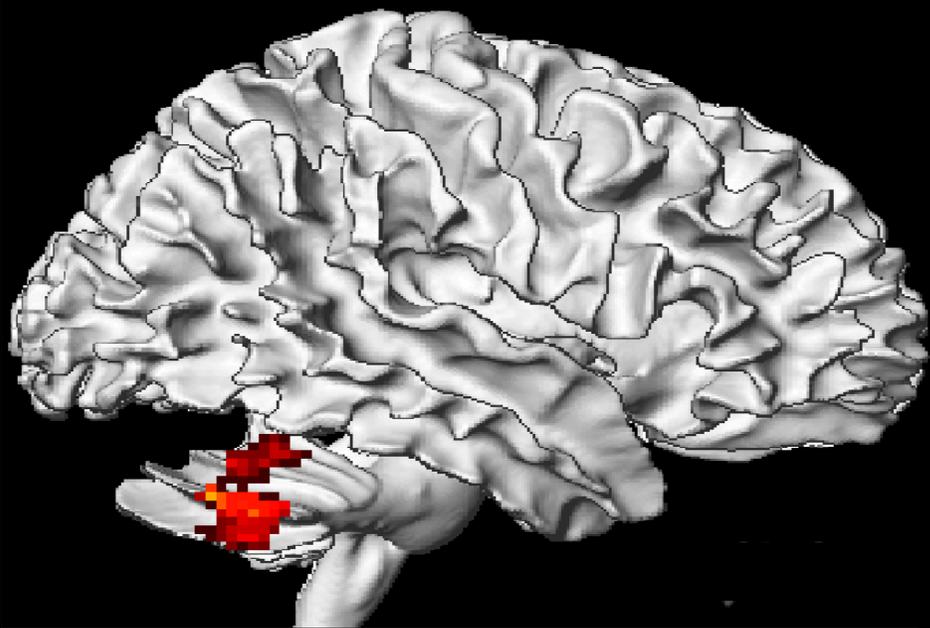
Imagerie cérébrale Fonctionnelle TEPTDM18FDG
